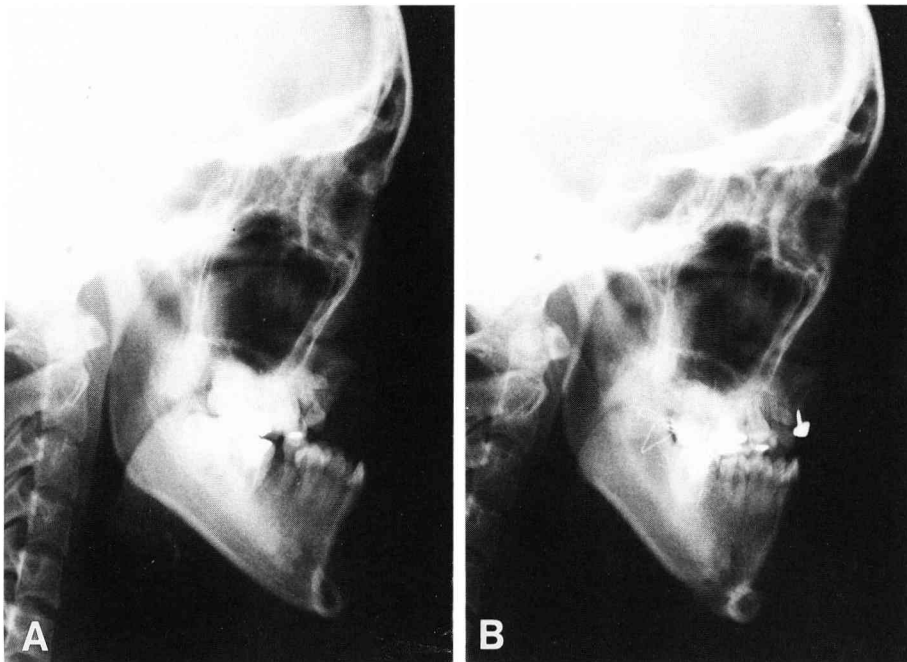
Lateral roentgenographic cephalograms.
